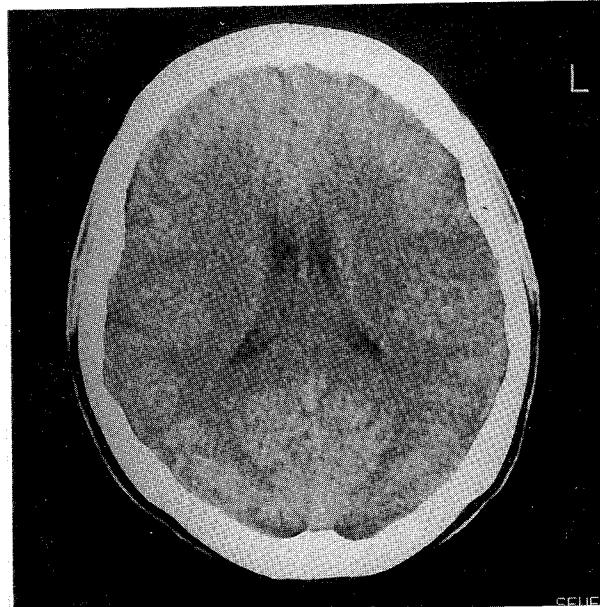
Brain CT shows no abnormal findings.
